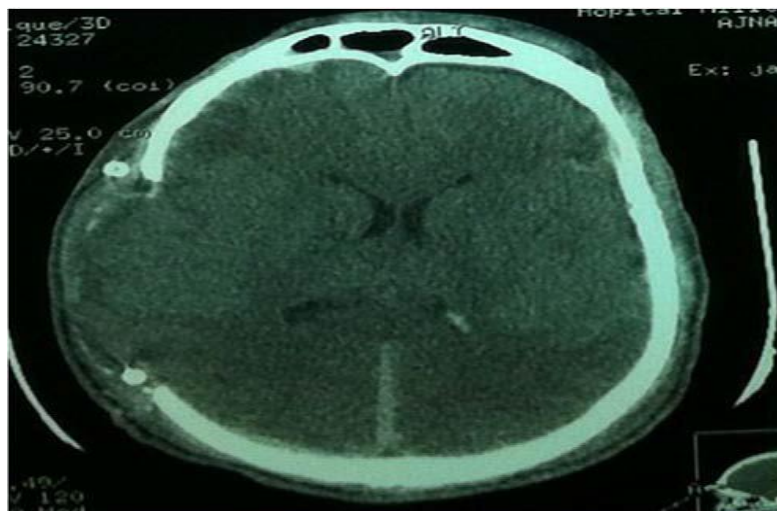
TDM de contrôle après évacuation de l'hématome extra dural et volet décompressif. [161]
